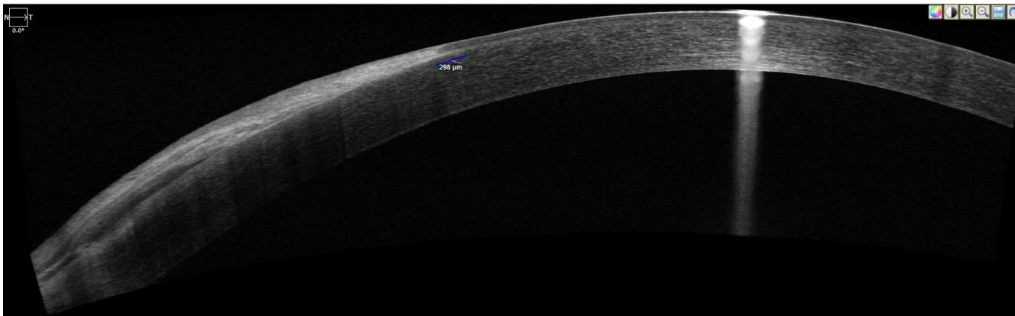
Anterior segment optical coherence tomography of the patient with shortest subepithelial invasion.
